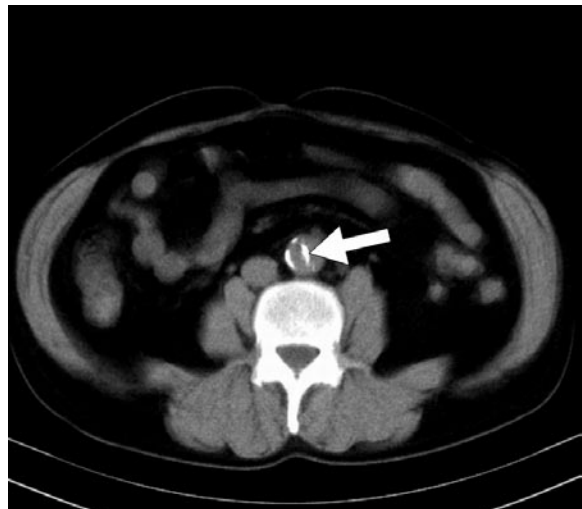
Axial CT section of the abdominal aorta. Intimal flap calcification enables diagnosis on unenhanced image (arrow).
